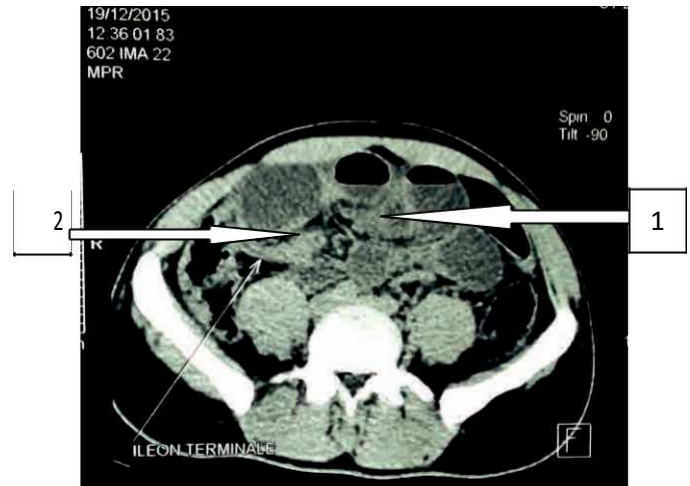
TDM coupe axiale : occlusion du grêle avec syndrome jonctionnel ; (1) grêle dilaté (2) grêle plat
